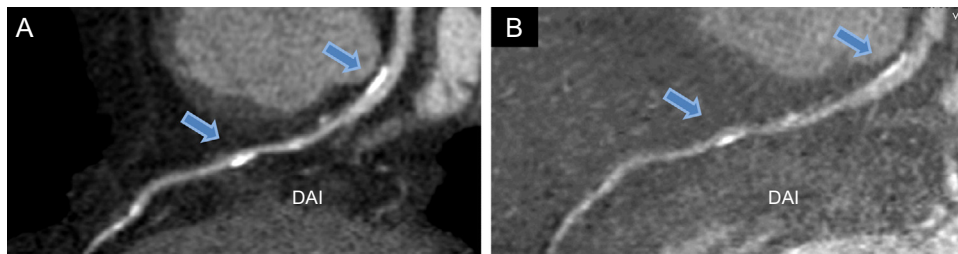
Angiografía coronaria por tomografía computarizada de doble energía de la arteria coronaria descendente anterior izquierda, realizada mediante reconstrucción estándar (A) y tras la eliminación del calcio mediante imágenes con descomposición del material (yodo menos hidroxipatita) (B). Las flechas indican en las zonas proximal y media del vaso dos placas calcificadas que causaban artefactos de endurecimiento del haz en la evaluación estándar (A) y se redujeron significativamente con la sustracción del calcio (B). DAI: descendente anterior izquierda.
